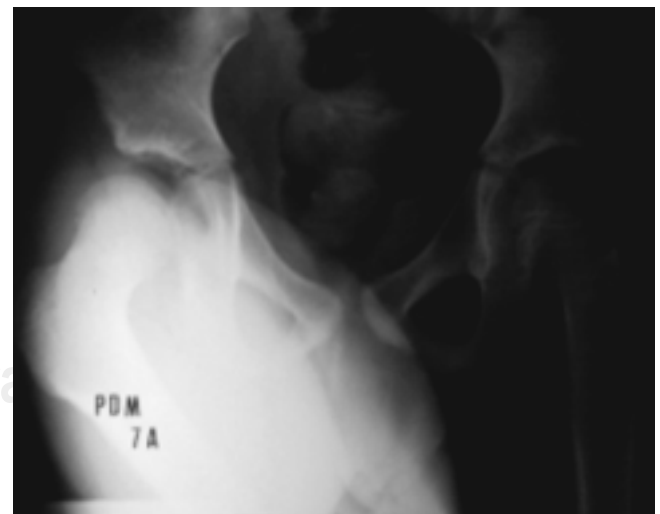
Radiografía en flexión, aducción y rotación medial.
